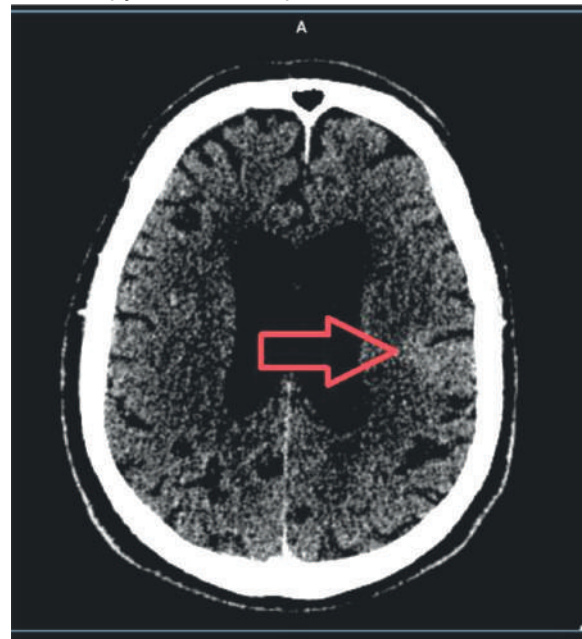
КТ головного мозга после проведения внутриартериального тромболитического. Стрелкой указана зона скопления контраста в проекции очага ишемии вследствие нарушения проницаемости ГЭБ
